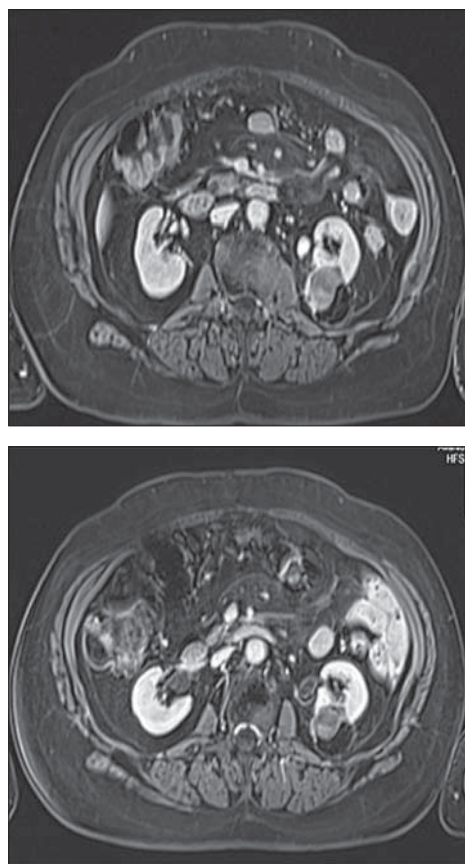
МР-томограмма (то же наблюдение): а — через 3 мес. после РЧА: накопление контрастного вещества по периферии образования; б — через 6 мес. после РЧА: накопление контрастного вещества в образовании нет
